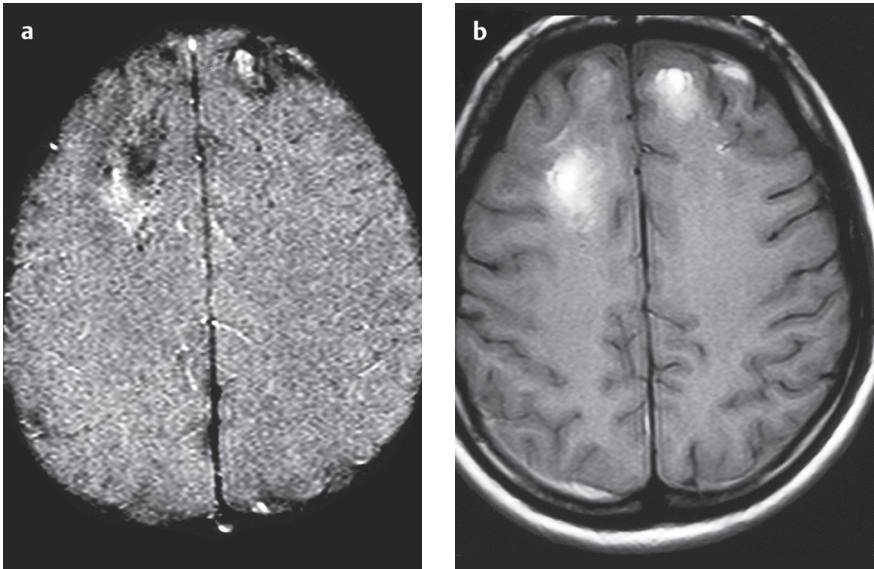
а, б Геморрагический ушиб в обеих лобных долях 3-дневной давности. МРТ. T2*-ВИ (а) и T1-ВИ (б) в аксиальной плоскости. Отсутствие сигнала вследствие артефакта восприимчивости на T2*-ВИ (а). Гиперинтенсивный сигнал (метгемоглобин) на T1-ВИ (б).
